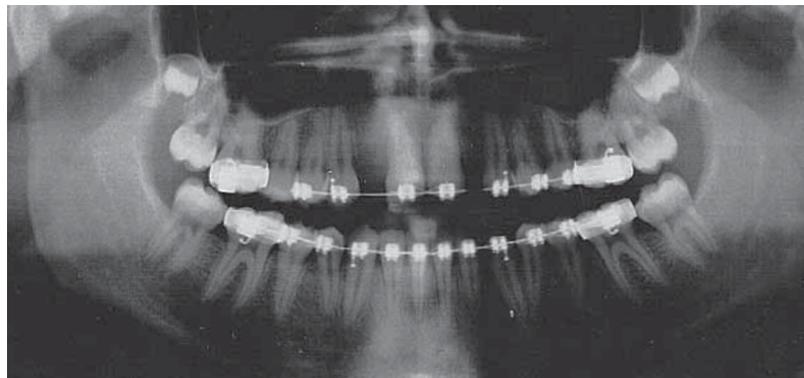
Röntgenbild bei der Behandlungsübernahme.
